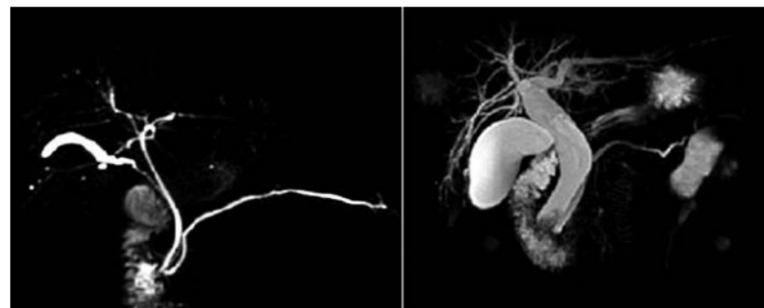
Utilidad de la colangio resonancia magnética en pacientes con patología biliar
